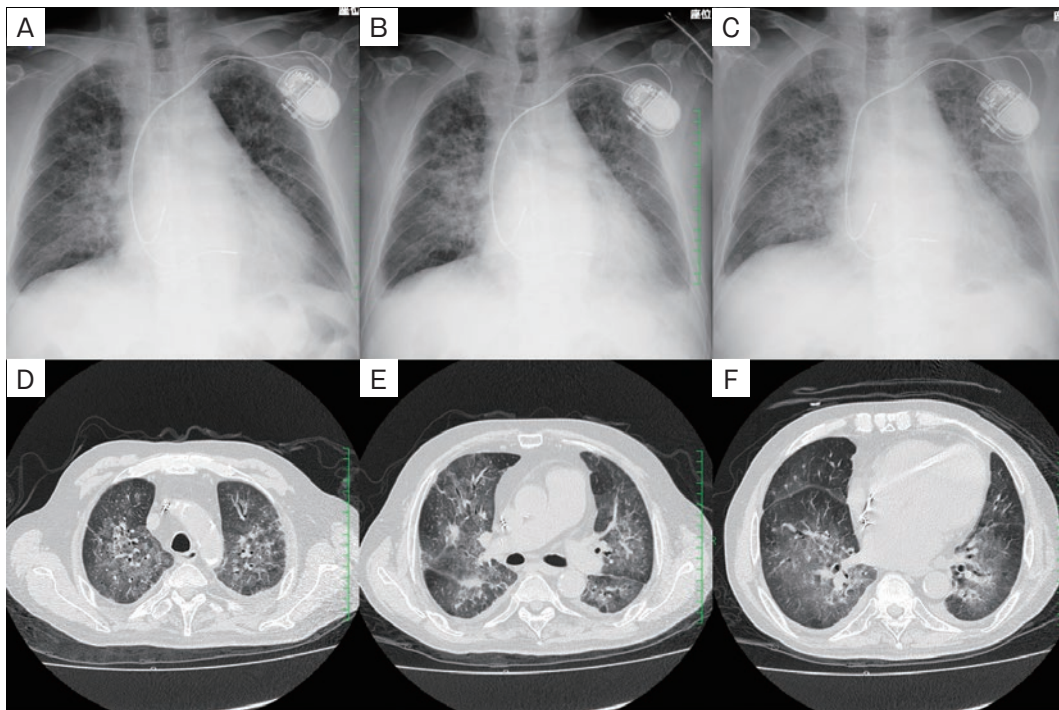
画像検査. (A) 入院時胸部単純X線画像. (B) 第4病日の胸部単純X線画像. (C) 第9病日の胸部単純X線画像. (D~F) 入院時HRCT画像. (D) 上葉. (E) 中葉. (F) 下葉.
